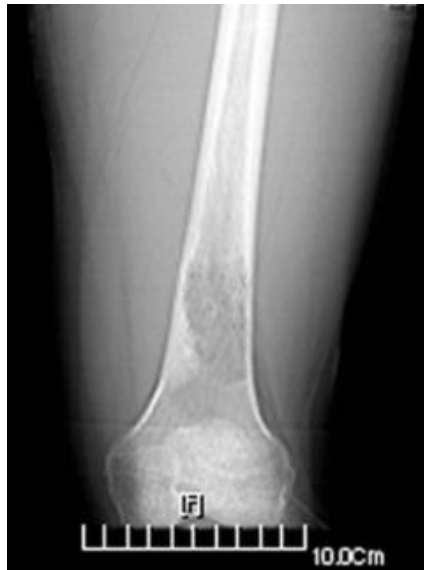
RTG snimka lezije distalnog okrajka bedrene kosti
